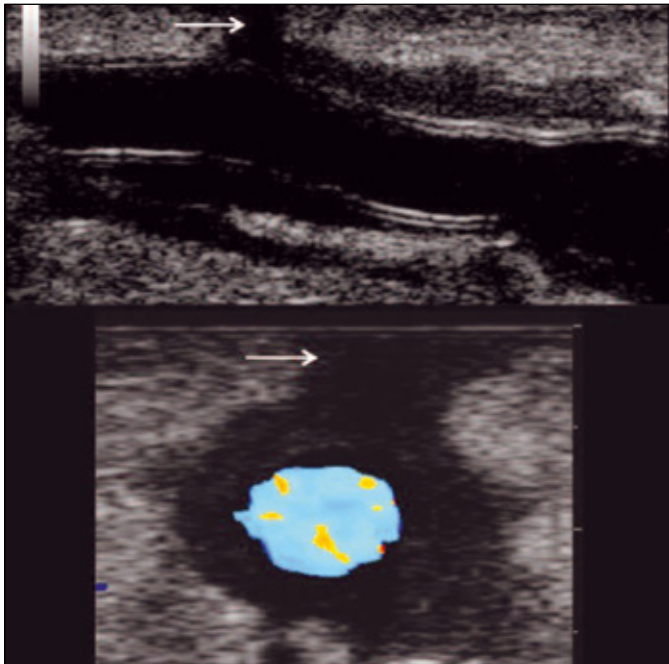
A sinistra scansione trasversale B-mode, a destra con powerDoppler. L'ematoma disloca e comprime le protesi verso il piano cutaneo. L'indagine powerDoppler mostra la persistenza di flusso nella protesi e l'assenza di segnali di flusso nella lesione focale, che può essere in questo modo differenziata da uno pseudo aneurisma.
